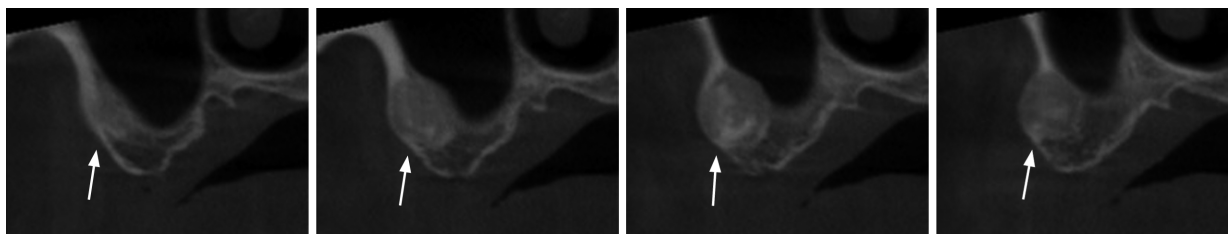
骨纤维异常增殖症(FD)患者2024年锥形束CT影像 4幅小图为同一部位同一时间不同层面影像,可见右侧上颌颊侧牙槽骨磨砂玻璃样病变区域无明显改变(箭头所示)。
